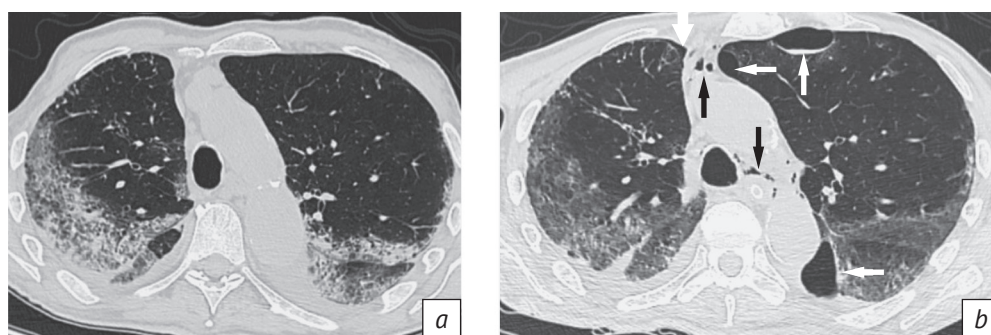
КТ органов грудной клетки у пациента с вирусной пневмонией, выполненное с интервалом в 2 нед: a – первичное исследование: преимущественно ретикулярные изменения в легких, соответствующие течению вирусной пневмонии (КТ3); b – через 14 сут развились осложнения: правосторонний пневмоторакс (толстая белая стрелка), субплевральные буллы / отграниченный пневмоторакс в левом легком (тонкие белые стрелки), а также пневмомедиастинум (черные стрелки)
